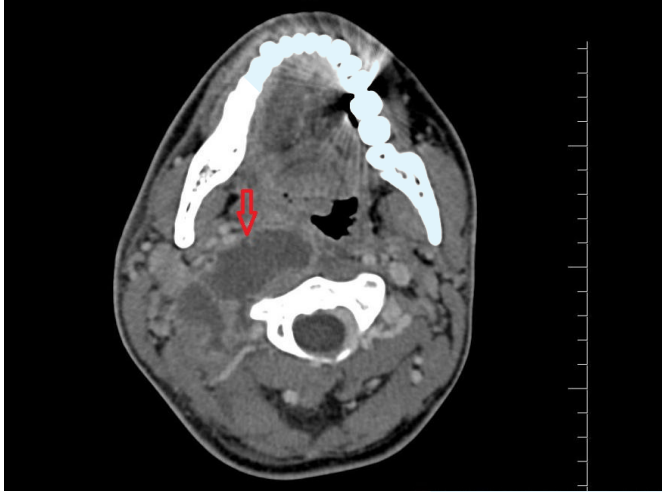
Parafaringeal apse (MRI kesiti)
